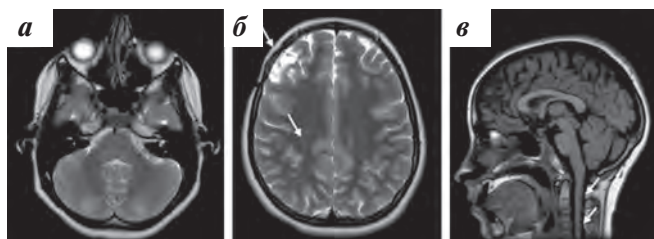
МРТ головного мозга через 32 мес от начала лечения. В аксиальной проекции, в режиме Т2-ВИ (а, б) отмечается уменьшение количества очагов в веществе головного мозга. В сагиттальной проекции, в режиме Т1-ВИ с контрастным усилением — регресс ранее выявленных очагов в спинном мозге (в)
